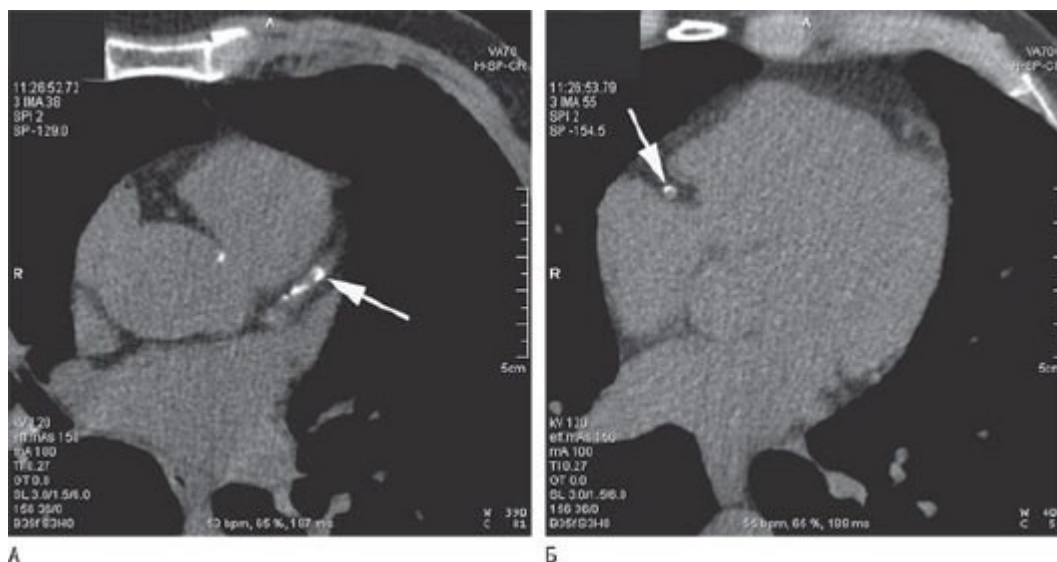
Визуализация кальциноза венечных артерий на компьютерной томограмме. Бесконтрастная многосрезовая КТ (коллимация 16×0,75 мм, вращение на 370 мс, ретроспективная синхронизация с ЭКГ), выполненная для визуализации коронарного кальциноза. А - кальциноз проксимального отдела левой передней нисходящей венечной артерии (стрелка). Б - кальциноз середины правой венечной артерии (стрелка).
